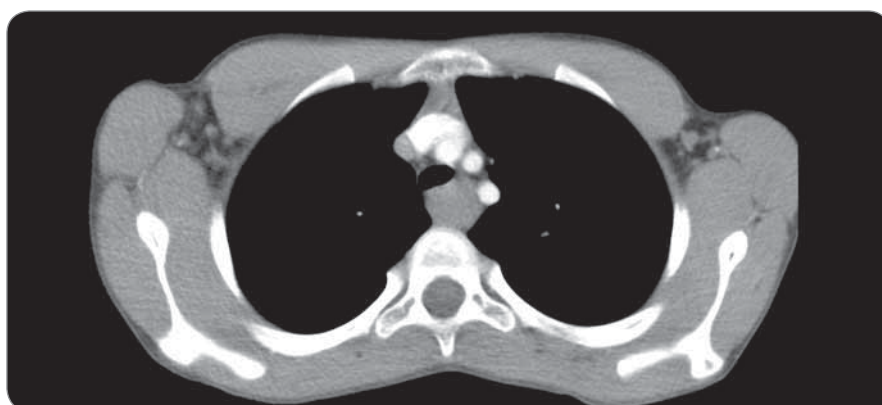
Axial CT scan at the level of the left brachiocephalic vein after intravenous application of iodine contrast agent.
